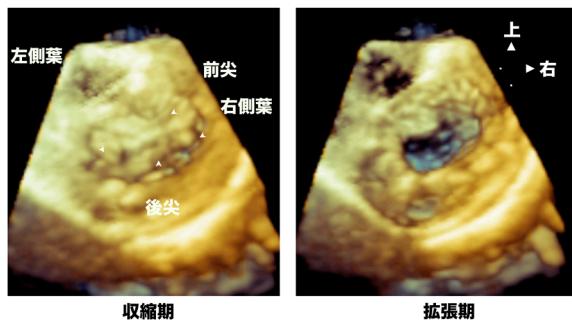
無脾症候群, 右室性単心室, 重症共通房室弁閉鎖不全の経心膜 3D 心エコー
